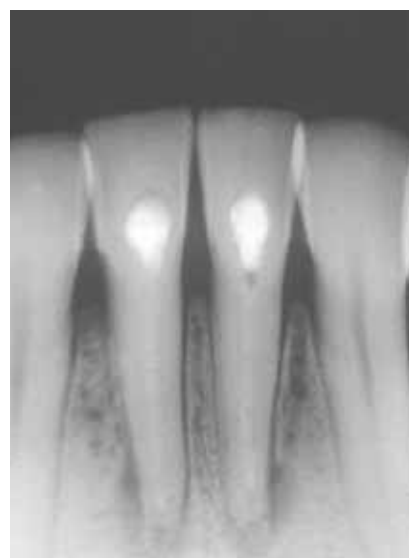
Radiografía tomada a los tres meses de la visita inicial, en la cual se había aplicado la pasta a base de hidróxido de calcio TempCanal, en donde se puede ver una buena cicatrización de la lesión y regeneración de hueso.
